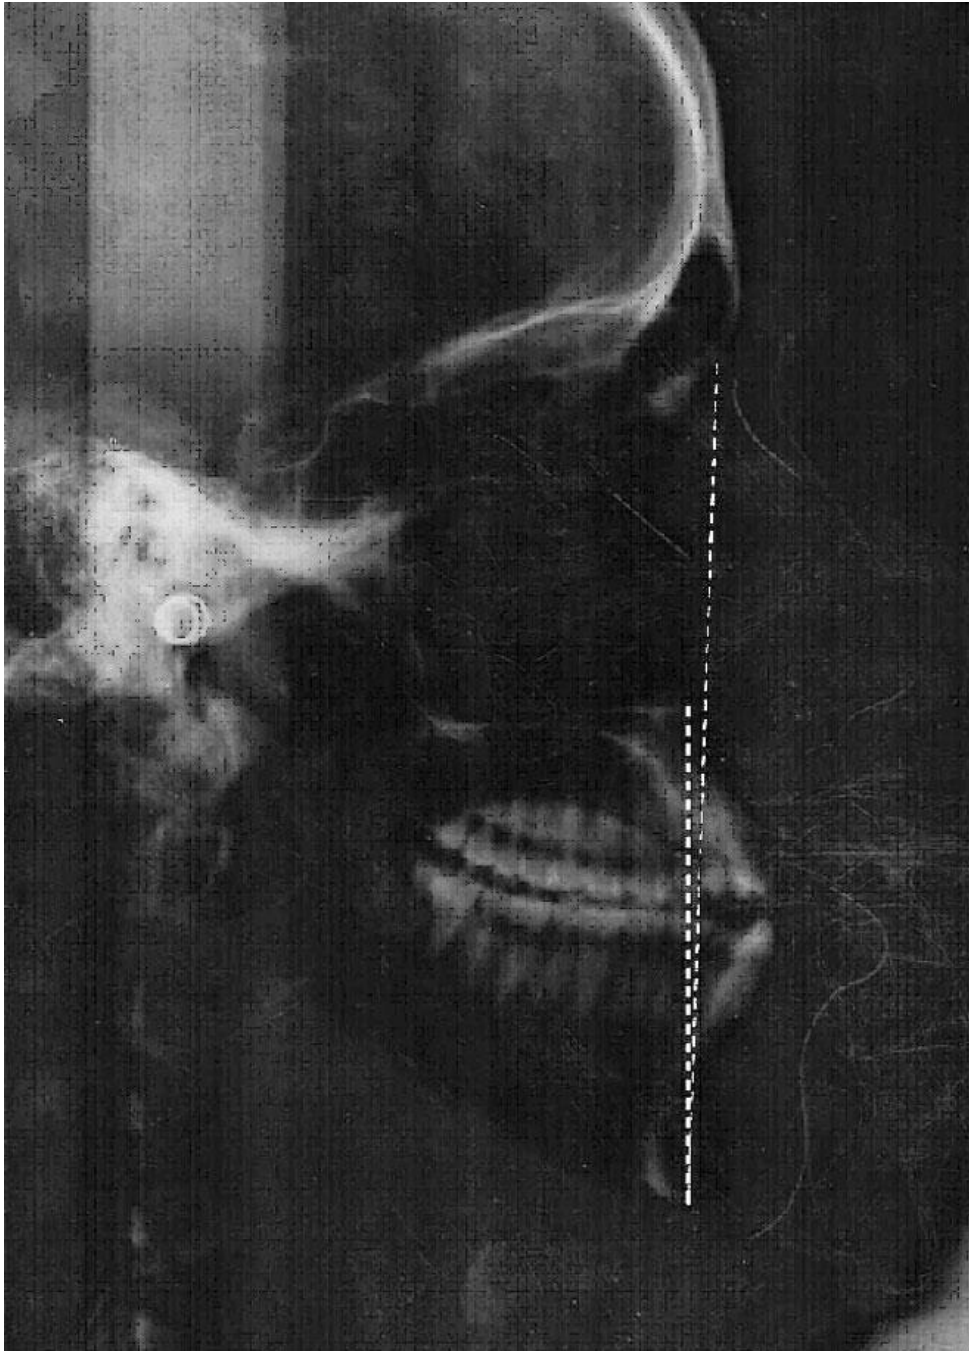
Telerradiografia inicial.
